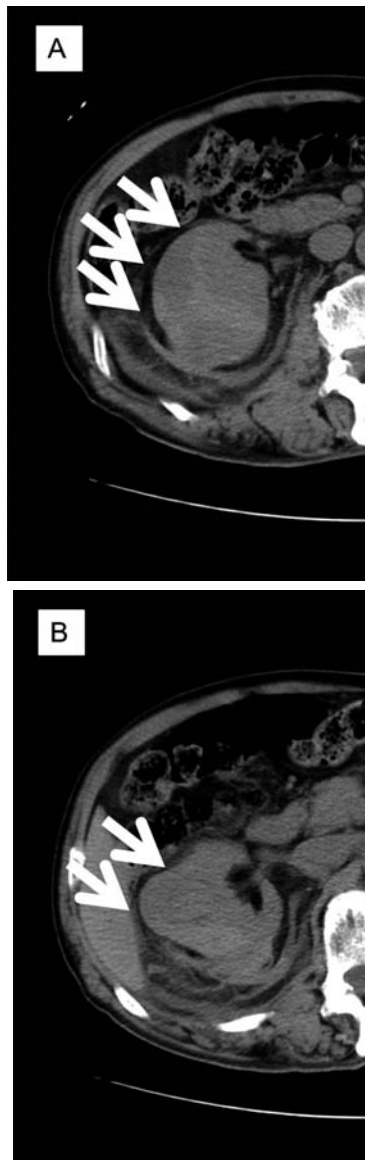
A: Plain CT shows right perirenal hematoma (arrows). B: The tumor exists in the superior pole of the right kidney (arrows).
